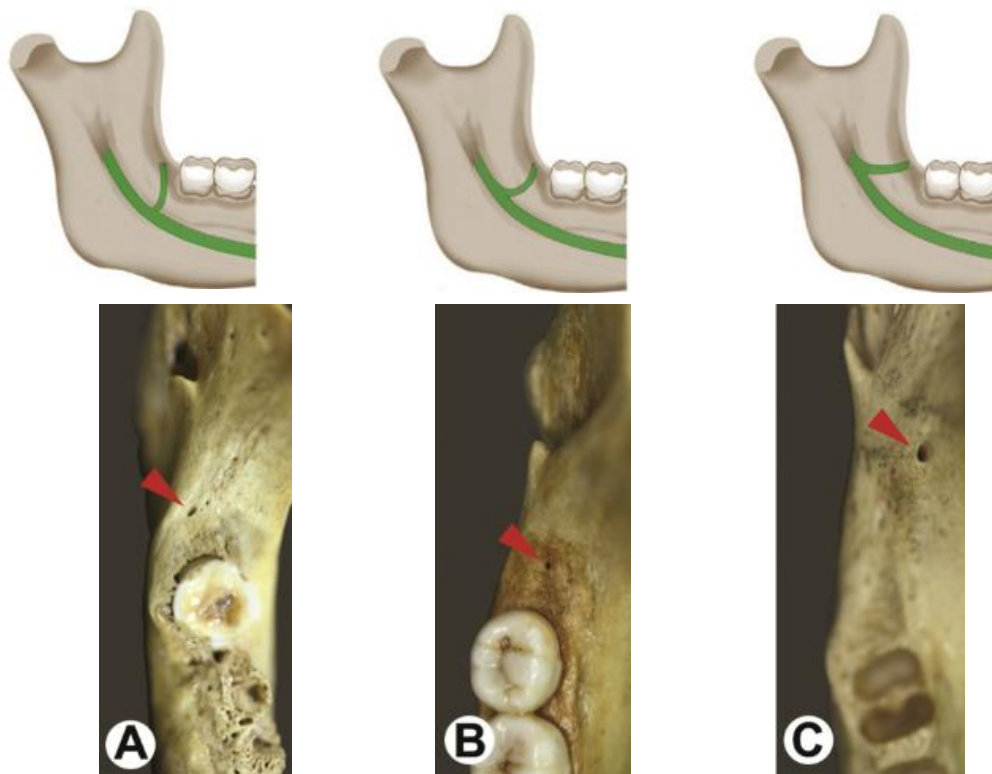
Representación esquemática y anatómica de los tipos de conductos y forámenes retromolares. Tomado de Han, S.-S. y Park, C.-S. (2013) «Cone beam CT findings of retromolar canals: Report of cases and literature review.», *Imaging science in dentistry*, 43(4), pp. 309-12. doi: 10.5624/isd.2013.43.4.309.
